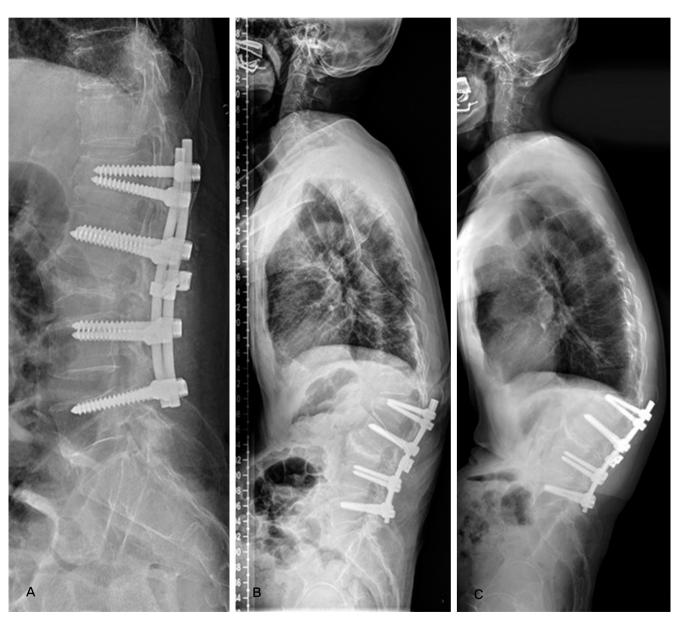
Postoperative (A), 1 month (B) and 2 months (C) lateral x-rays after 1st operation showing a progression of L1 fracture.
